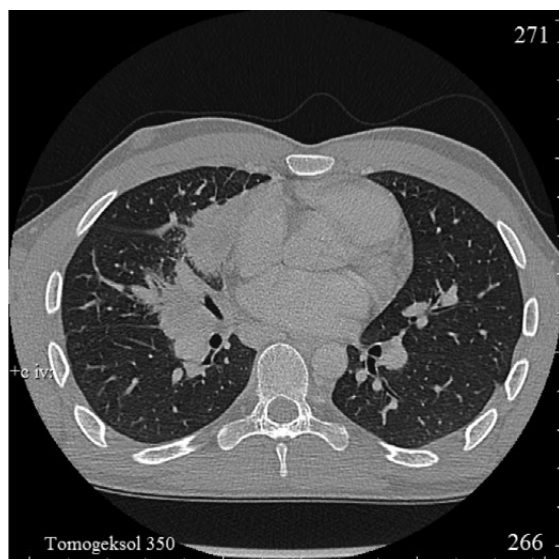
ПЭТ-КТ после 6 циклов ABVD (прогрессирование)
